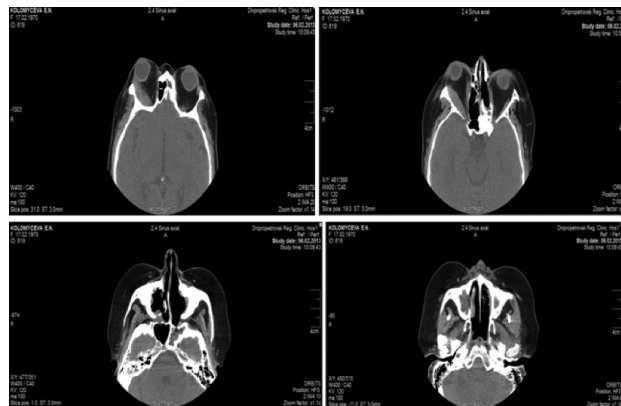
Результати мультиспіральної КТ ППН пацієнтки К.
